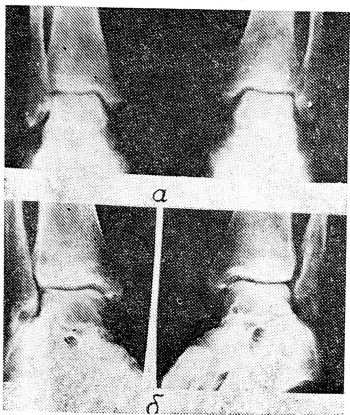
Рентгенограммы здорового и поврежденного голеностопного суставов в обычной передне-задней (а) и косой (б) проекциях. Справа здоровый сустав, слева имеется застарелое повреждение межберцового синдесмоза.
